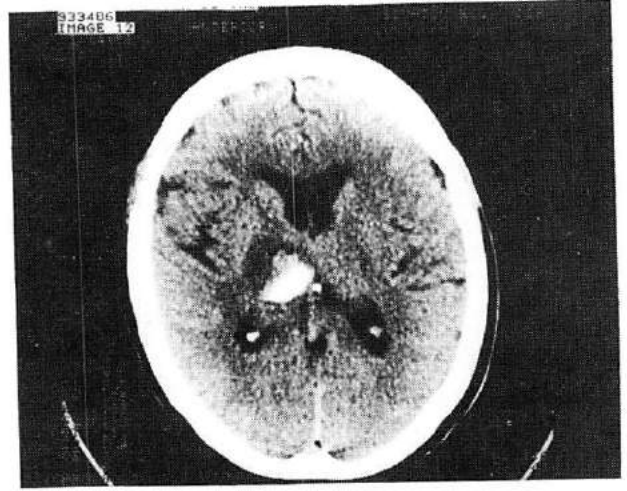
Postro lateral tip hematomlu bir olgunun BT görünümü
